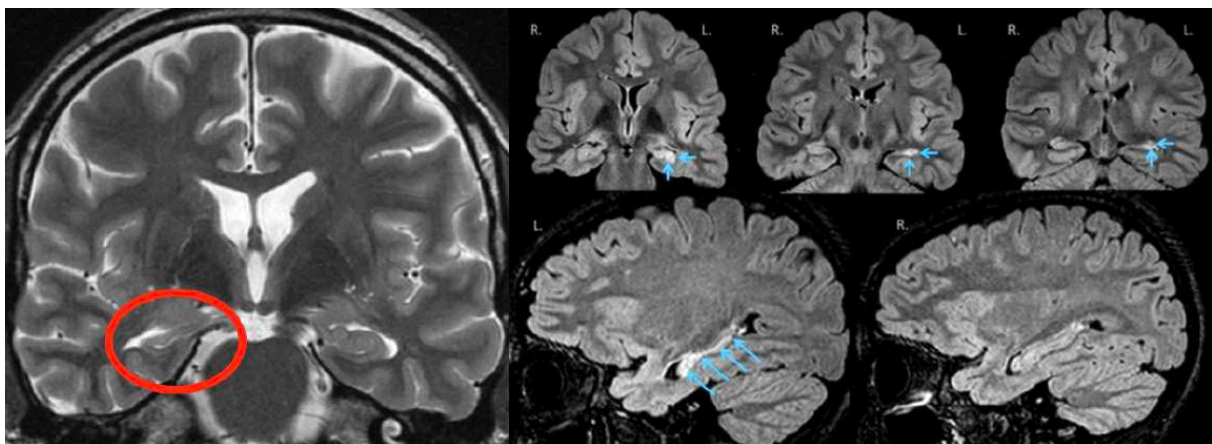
Aspect IRM d'une sclérose hippocampique. À gauche, IRM cérébrale 3.0 Teslas, en coupe coronale, en séquence T2, montrant une atrophie de l'hippocampe droit. À droite, IRM cérébrale, en coupes coronales (en haut) et en coupes sagittales (en bas), en séquence FLAIR, montrant une atrophie et un hypersignal de l'hippocampe droit (d'après Isnard et Bourdillon, *Revue Neurologique*, 2015) (51). Ces anomalies sont typiques d'une sclérose hippocampique droite.
